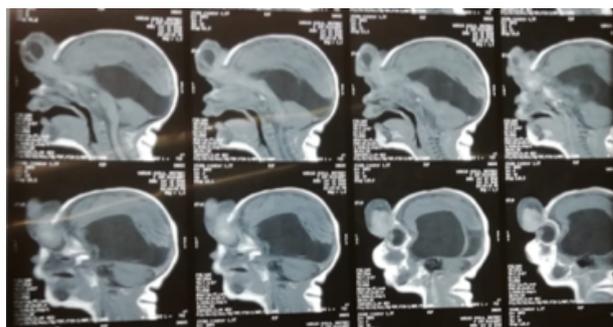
Resonancia Magnética Cerebral plano sagital.
